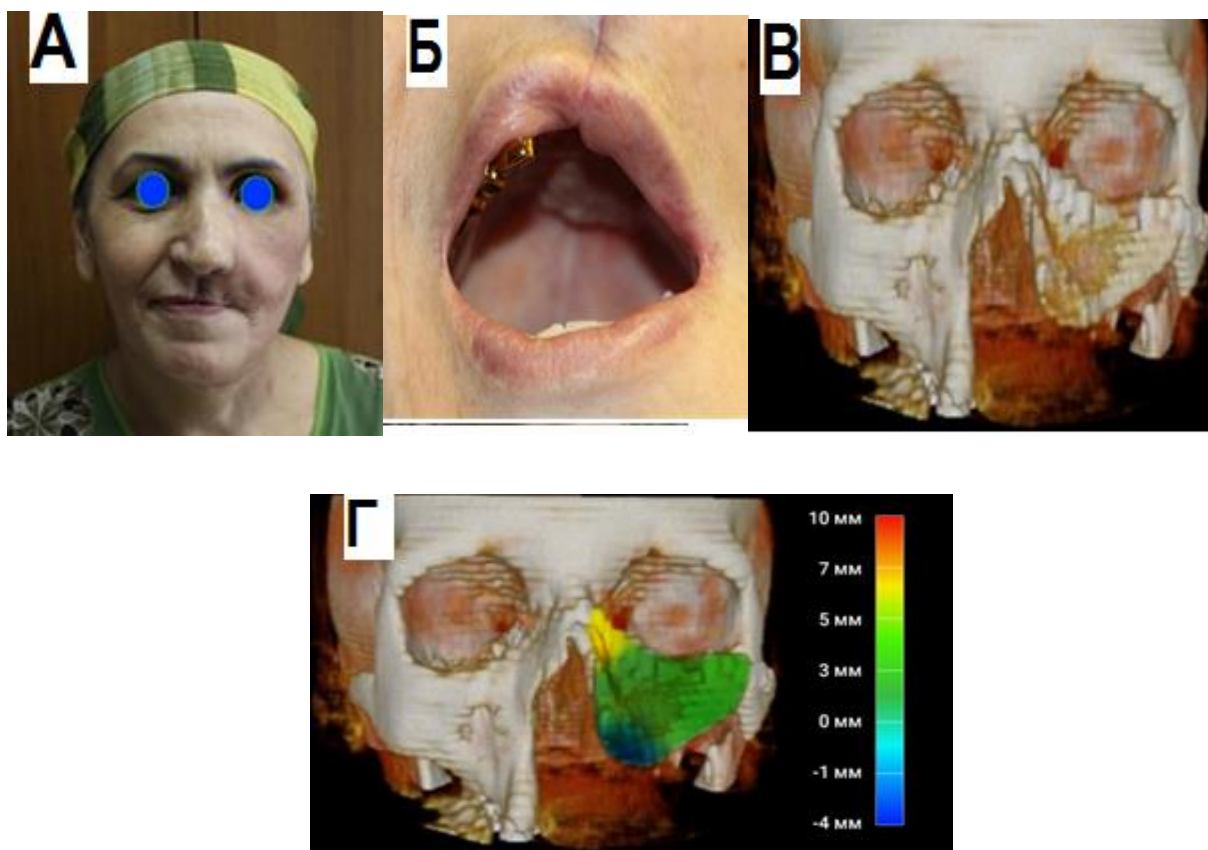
Результаты хирургического лечения пациентки Л., 45 лет через 6 месяцев после пластики дефекта ВЧ сложносоставным тканевым комплексом с включением угла лопатки, кожи подлопаточной области: А -внешний вид пациентки – получен хороший функциональный и эстетический результат; Б – область пластики; В – результаты высокой конгруэнтности лоскута при 3D моделировании на КТ; Г – подтверждение высокой степени конгруэнтности лоскута в программе «Автоплан»
